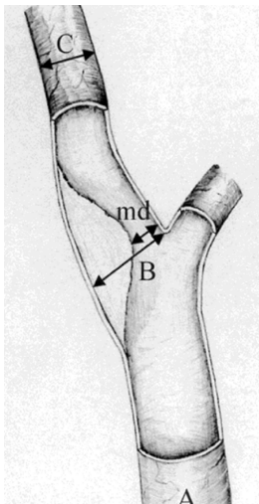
Berechnung des Stenosegrades nach NASCET in % in der MR-, CT- und DS-Angiografie [25]
